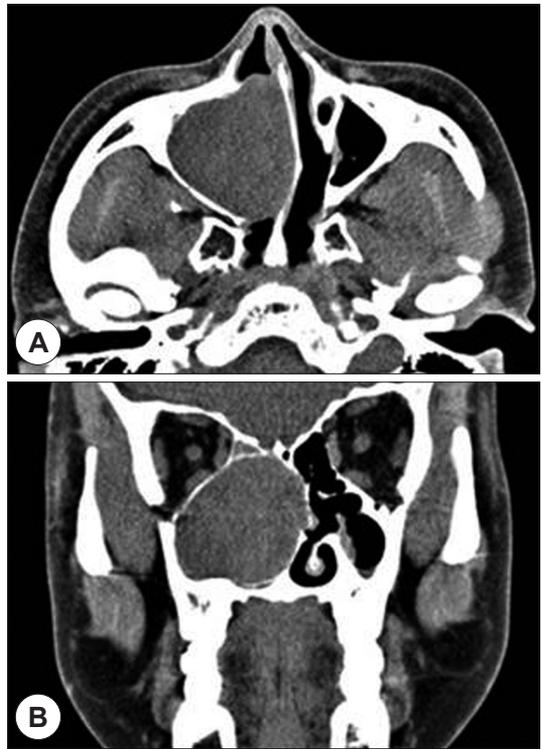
Axial (A) and coronal views (B) of preoperative paranasal sinus computed tomography : Homogenous mass filled in right nasal cavity. Nasal septum was deviated to left side. Right nasolacrimal duct was not observed (A). Mass was extended to ethmoidal cells and maxillary sinus of right side with bony erosion of lateral wall and right orbital wall was intact (B).
